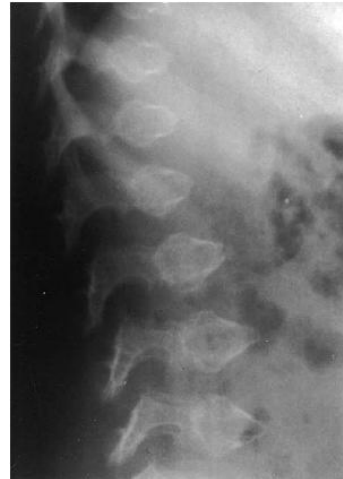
A radiograph of the lateral spine of a child with pseudoachondroplasia shows the platyspondyly with anterior beaking.
